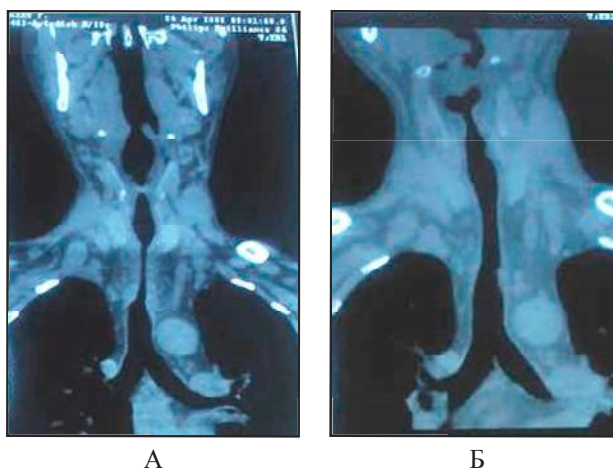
Больной А., 29 лет. Протяженный стеноз верхней и средней трети трахеи. Проведена ЛФД со стентированием Т-образной трубкой. МСКТ в прямой проекции при поступлении (А) и через 6 месяцев после удаления стента (Б). Восстановлен и стабилизирован просвет трахеи.
